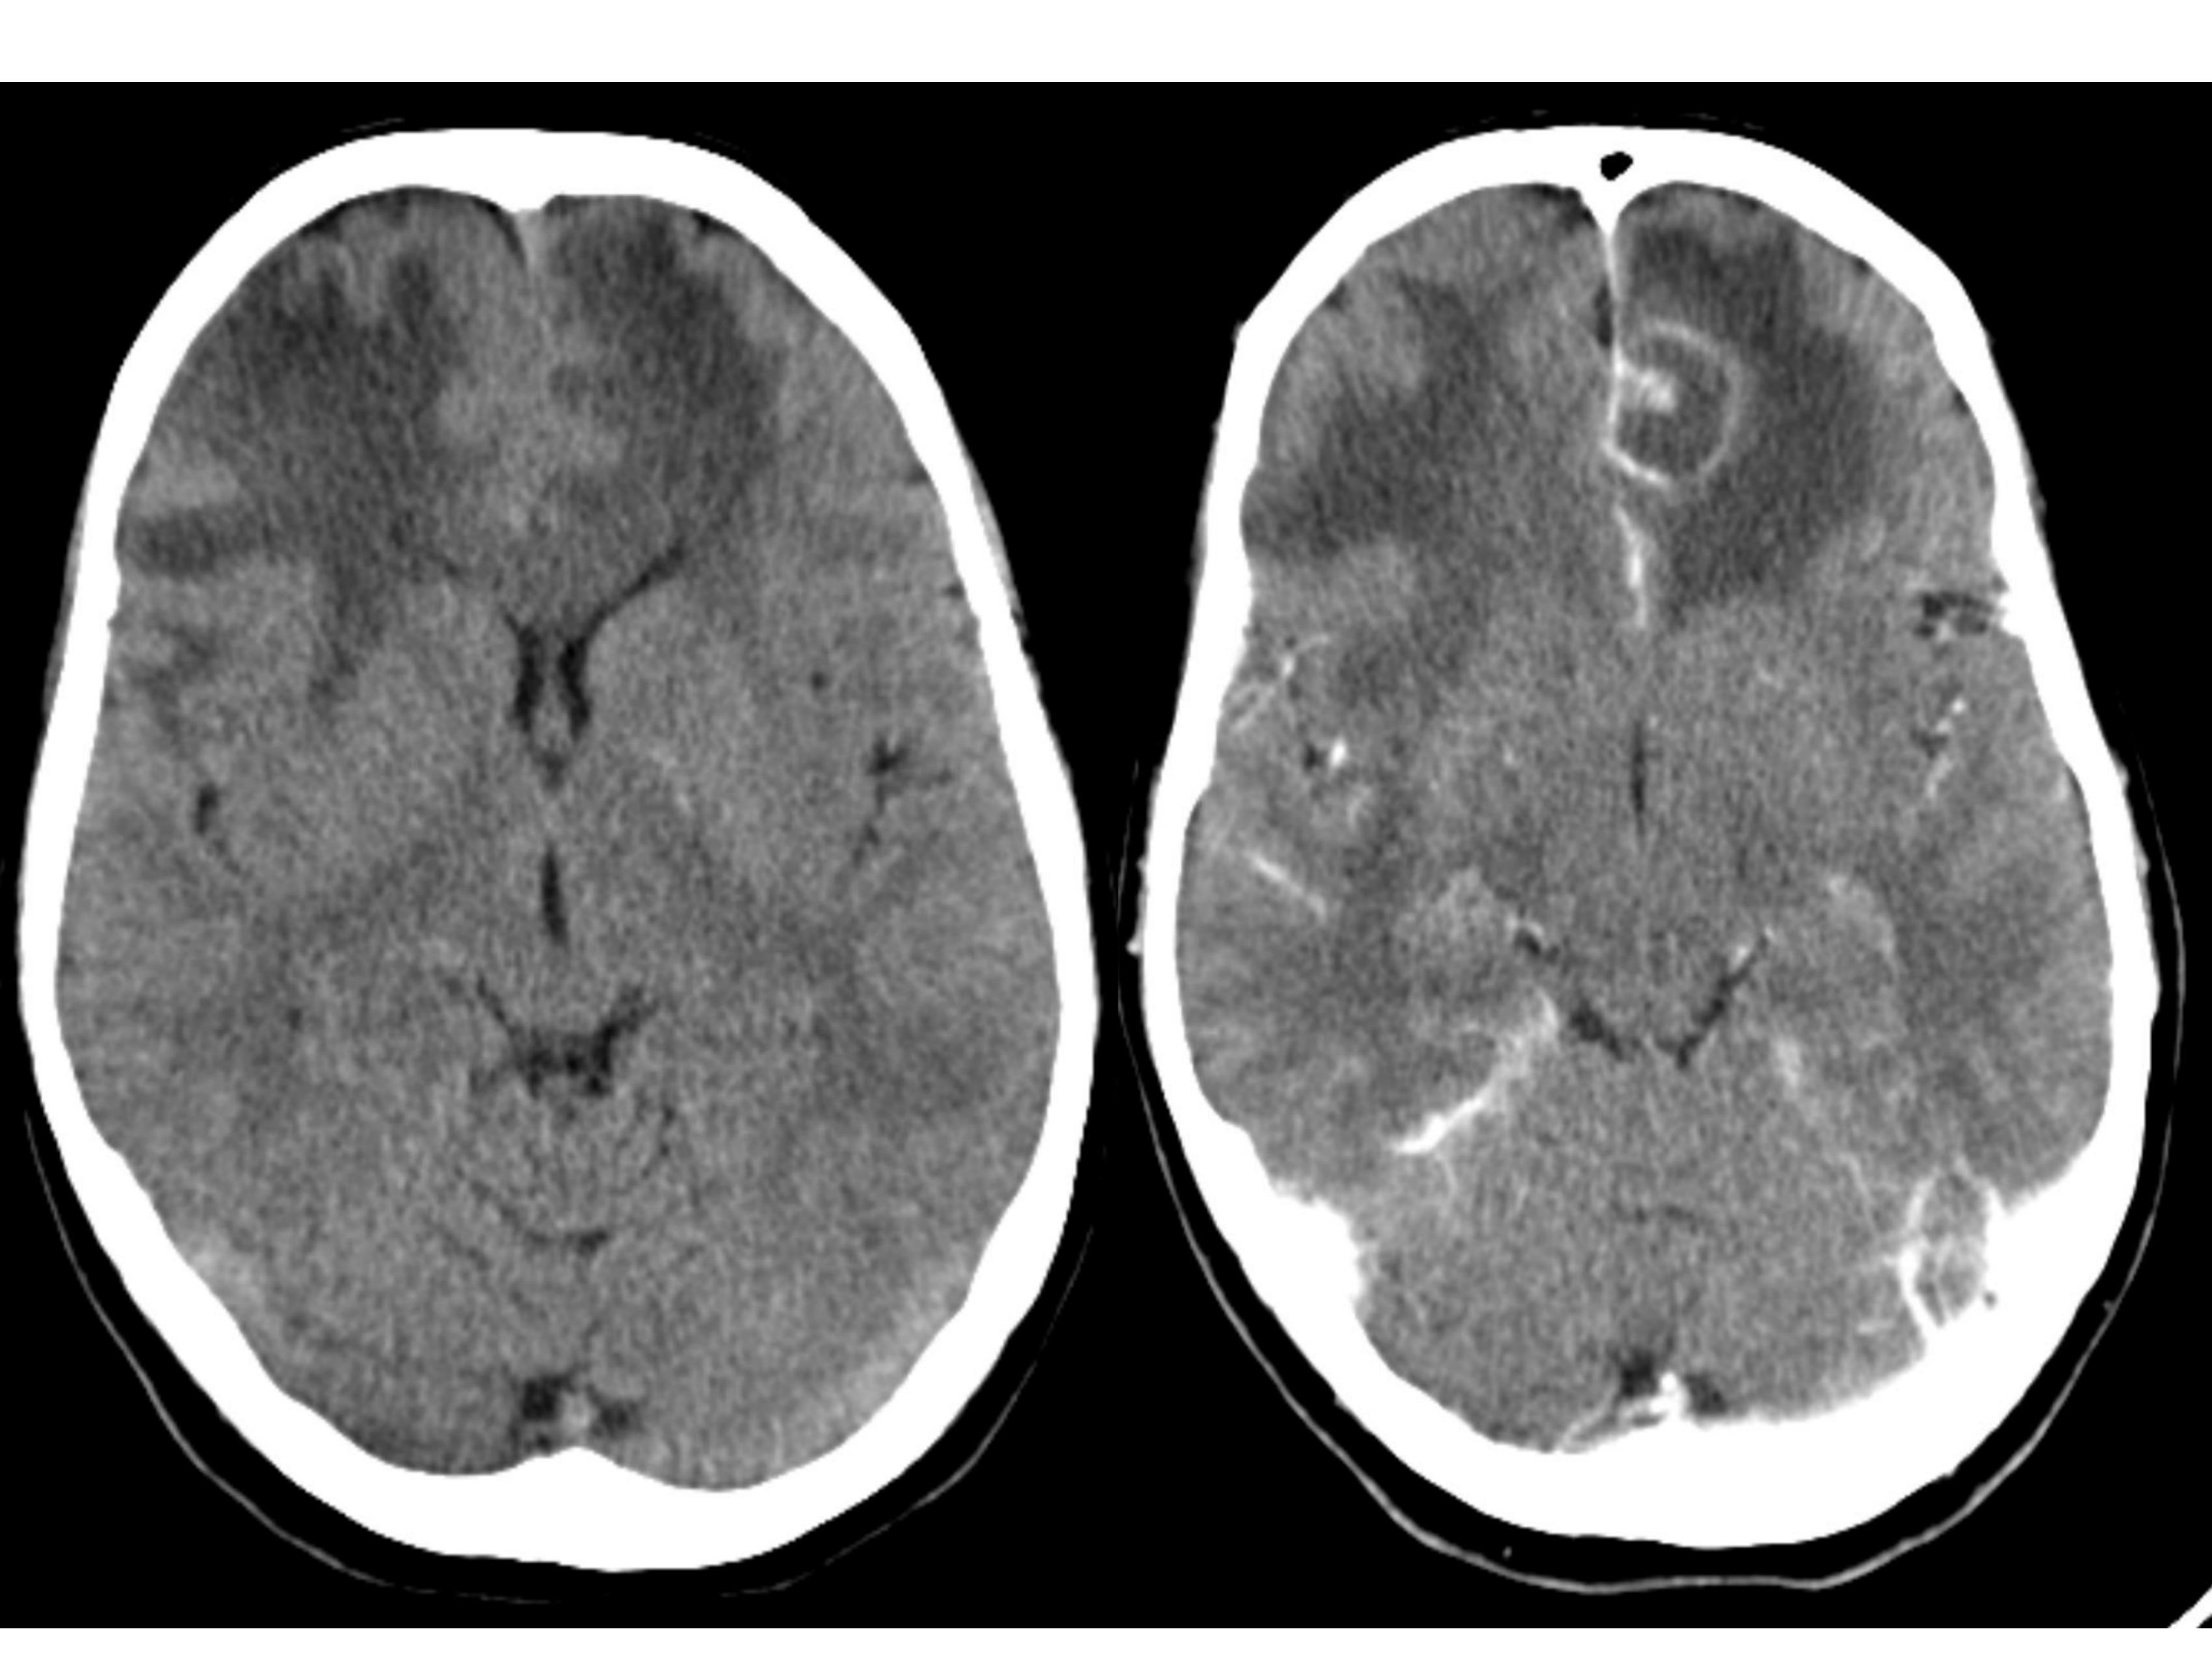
TC sin y con contraste intravenoso en paciente VIH que muestra amplias áreas de edema en la sustancia blanca frontal bilateral, con una lesión ocupante de espacio localizada en la unión córtico-subcortical frontal izquierda que muestra realce en anillo y signo de la diana excéntrica.
